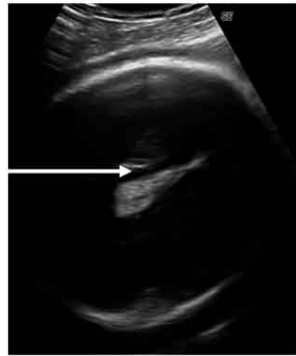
Corte axial de craneo en la ecografía realizada intrauterino en el que se visualiza la imagen hiperecoica a nivel de la cisura interhemisférica que corresponde al lipoma del cuerpo calloso (cortesía del Dr. Miguel Barber).
